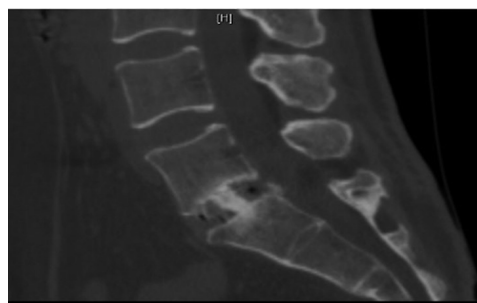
女性,65岁,腰椎间盘突出症,行后路单侧椎弓根螺钉固定结合TLIF治疗,随访CT矢状位重建,可以清晰见到连续骨桥连接上下椎体,提示骨性融合
